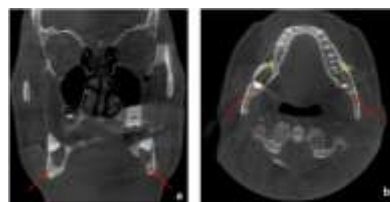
(A) Coronal section, (B) Axial section in CBCT images, demonstrating two well-defined unilocular radiolucent areas surrounded by sclerotic border related to mandibular unerupted molar teeth.
